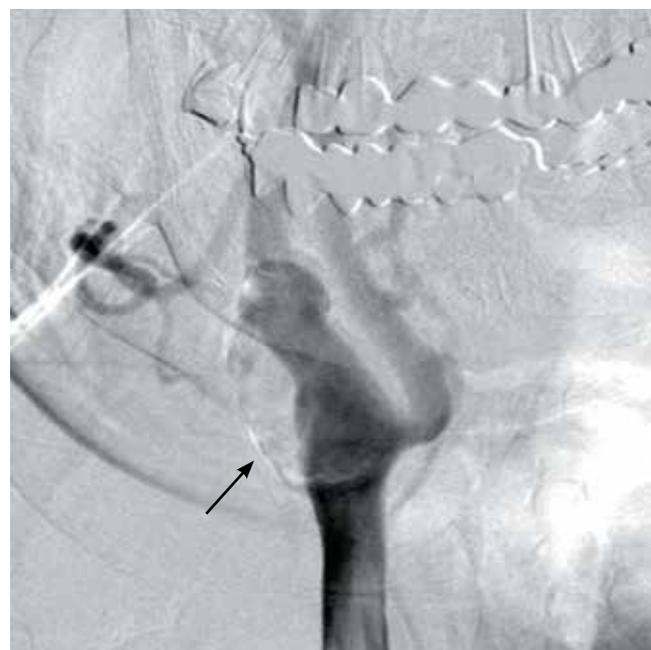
Интраоперационная рентгеновская ангиография. Деформация контуров правой общей сонной артерии, ее расширение с частичным тромбированием большей части аневризматического «мешка» (стрелка), отклонение устья правой внутренней сонной артерии
